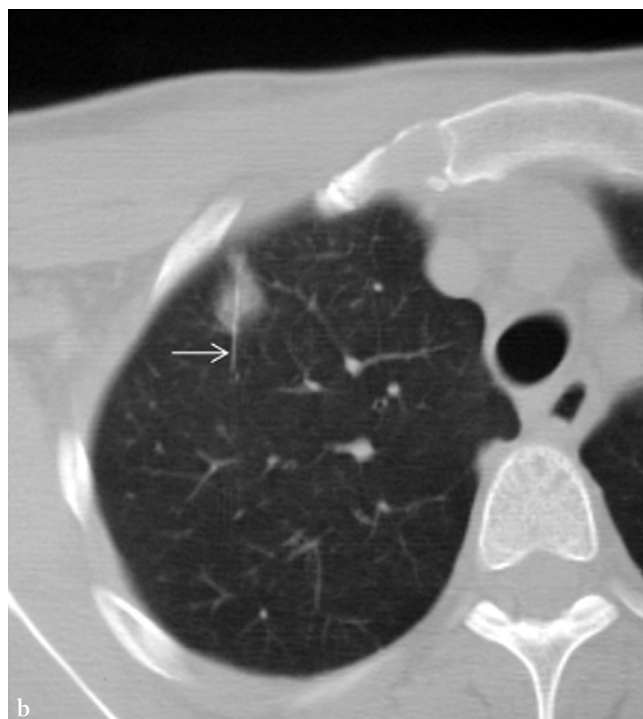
(a) Coupe TDM en fenêtre élargie.
